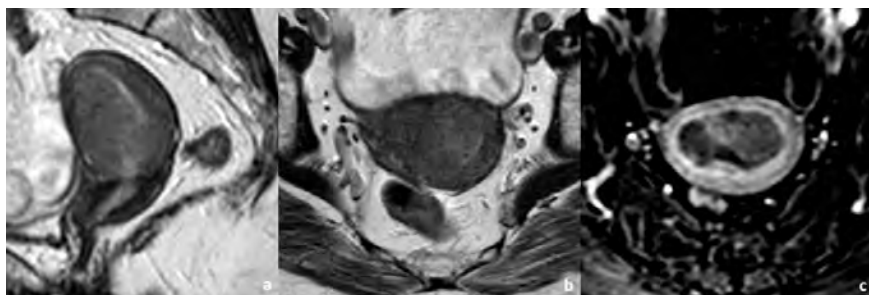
Mulher de 73 anos com adenocarcinoma mucinoso do endométrio estágio IA. A RM de estadiamento com sequências ponderadas no T2 no plano sagital (a) e no plano axial oblíquo (b) e em sequência ponderada em T1 com saturação de gordura após administração de gadolínio, também no plano axial oblíquo (c), revela carcinoma do endométrio confinado ao útero. A profundidade de invasão miometrial é difícil de avaliar nas imagens a) e b), dada a reduzida espessura do miométrio. Na imagem c), é perceptível que a invasão está limitada à metade interna, permitindo estadiar o tumor no estágio IA.
